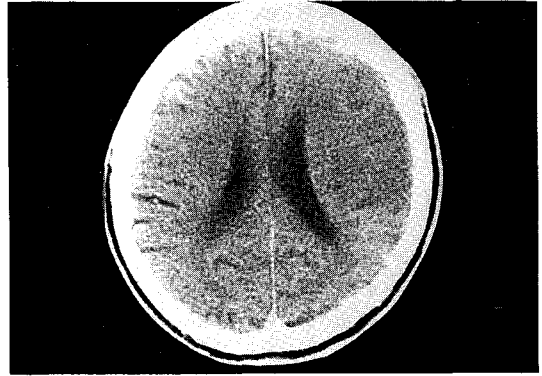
Follow up brain CT at 3rd day. Low attenuation area at left frontoparietal area.
